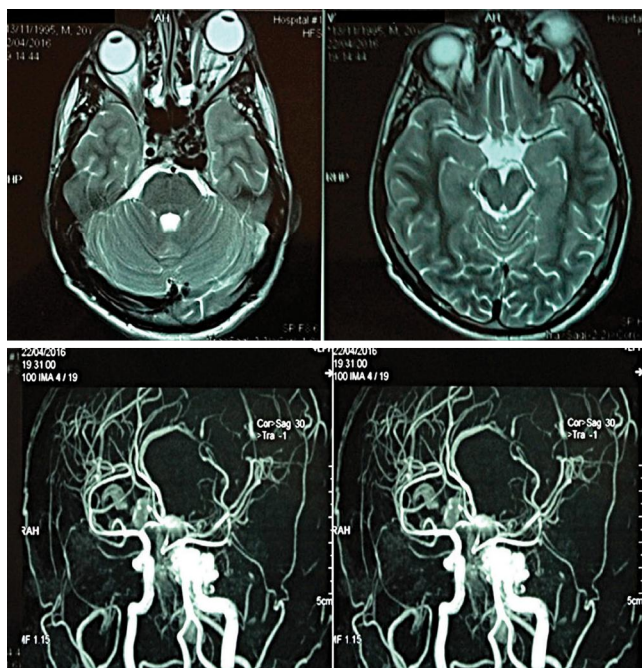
На МРТ и МРА головного мозга выявлены признаки ККС слева, признаки выраженного экзофтальма слева, значительное расширение левой верхней глазничной вены
